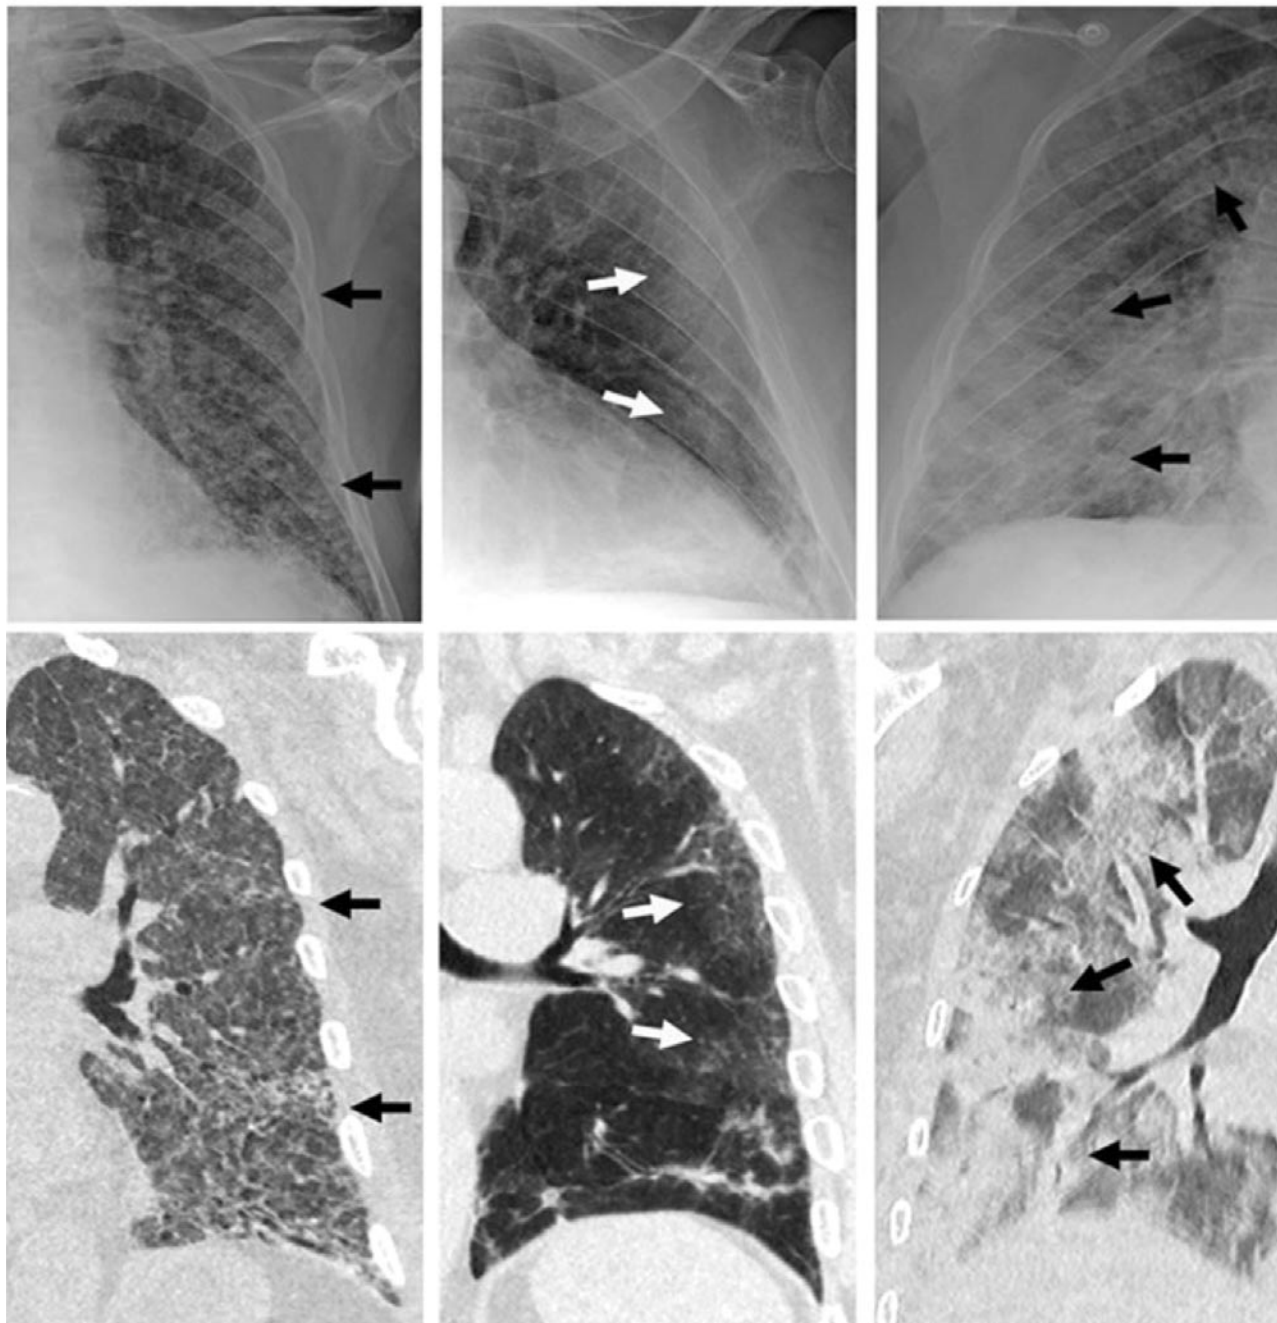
Три основных изменения в рентгенографии грудной клетки и соответствующие результаты на КТ грудной клетки. Слева: диффузное ретикулярное изменение (стрелки). Соответствующая КТ показывает диффузное снижение прозрачности легких и утолщение межлобулярных перегородок (стрелки). Посередине: периферические симптомы матового стекла (стрелки). Справа: обширные уплотнения (стрелки). Соответствующая КТ показывает преобладающие консолидационные изменения (стрелки).
